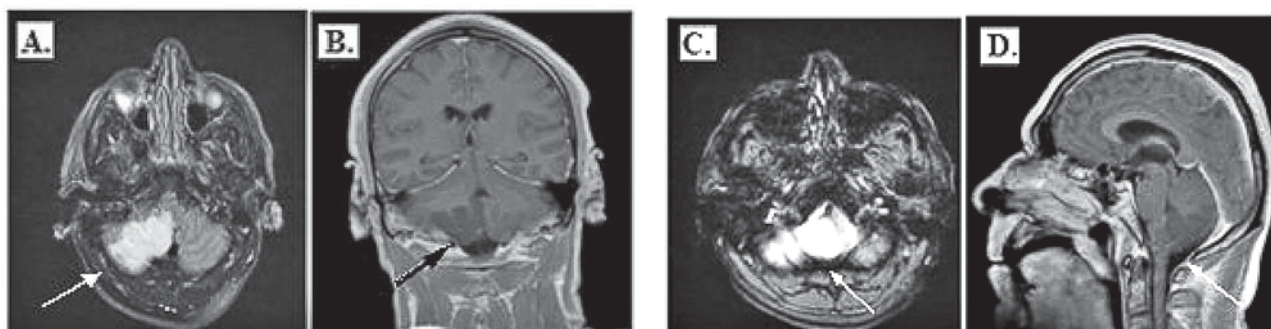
MRI cerebral cu contrast (efectuat la 72 de ore după îmbolnăvire).
